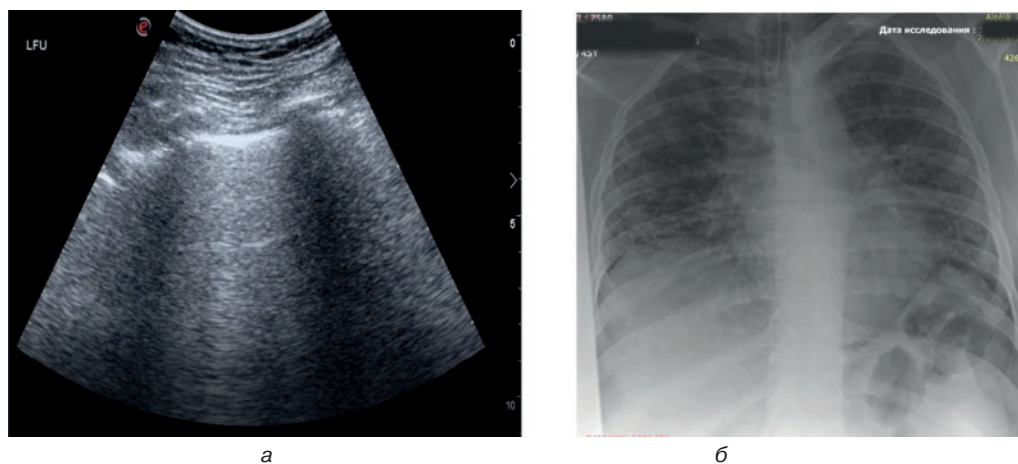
Ультразвукове дослідження (а) та рентгенівський знімок (б) з позитивною динамікою: LUS – 22, поява А-ліній у вентральних відділах, В-профіль замість «сірої легені» (зливні В-лінії)
